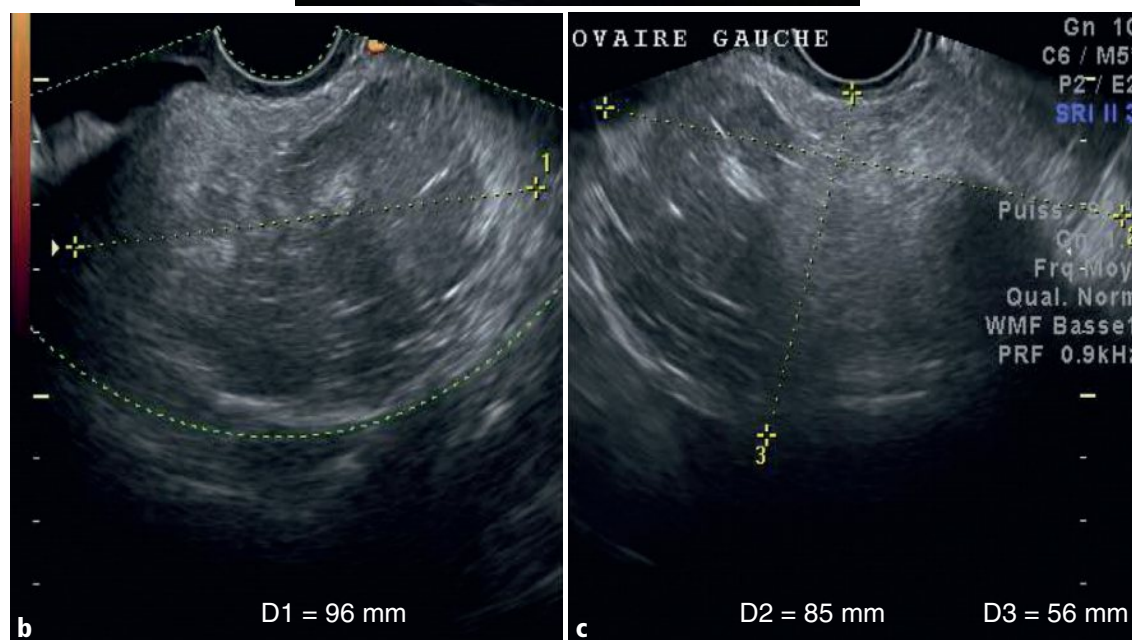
a-c Ovaire gauche : coupe axiale (a) en mode B; coupes sagittale (b) et axiale (c) en Doppler couleur.
